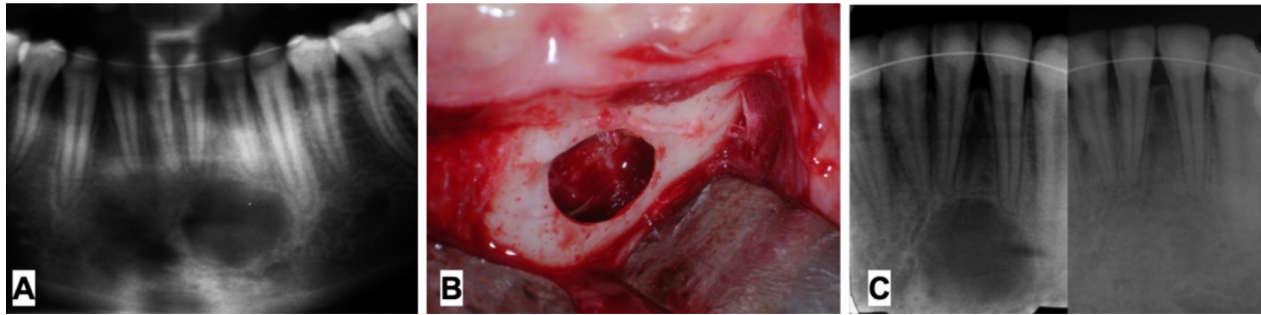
Radiografía panorámica, se observa lesión osteolítica bien corticalizada y circunscrita a nivel sínfisario que abarca desde diente 4.2 a 3.2. Fig.3B: Radiografía periapical retroalveolar, se observa lesión radiolúcida bien circunscrita de límites definidos en relación a dientes 4.2, 4.1, 3.1 y 3.2. Fig.3C: Fotografía intraoperatoria del lecho quirúrgico expuesto
